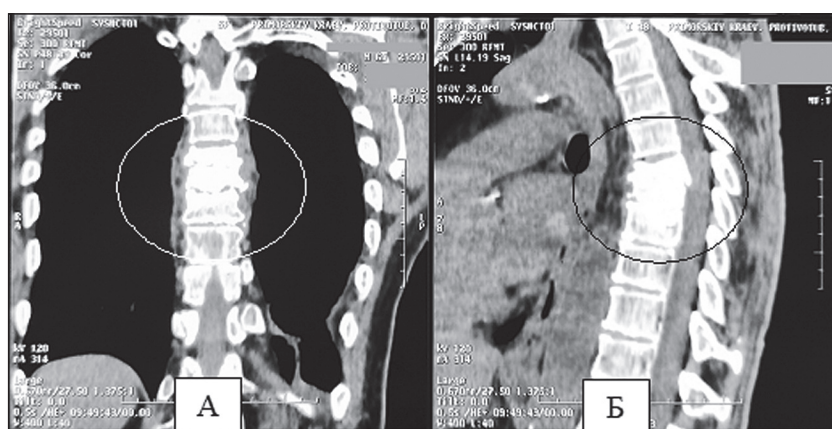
КТ-скан грудной клетки больного Л. в прямой (фрагмент А) и боковой (фрагмент Б) проекции спустя 12 месяцев после лечения: формирование костного блока (выделены овалом).
